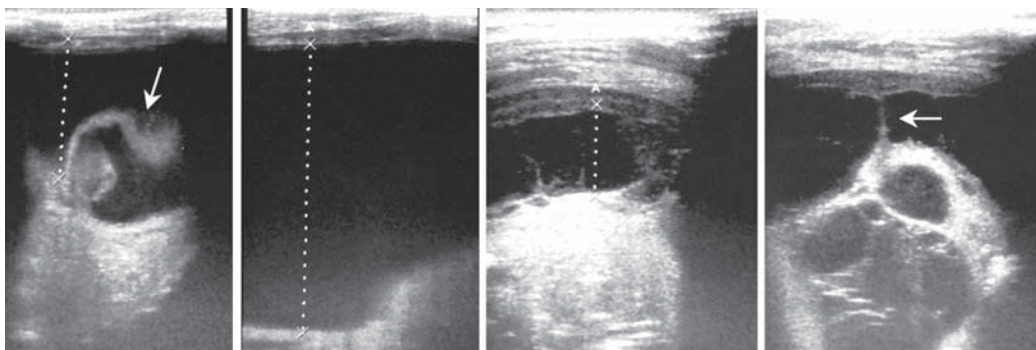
Ecografía torácica que muestra derrame pleural abundante (línea de puntos) con tabicaciones en su interior (flechas).
